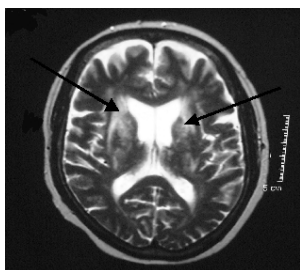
MRI finding: Case 2. Female, 44 y.o.
